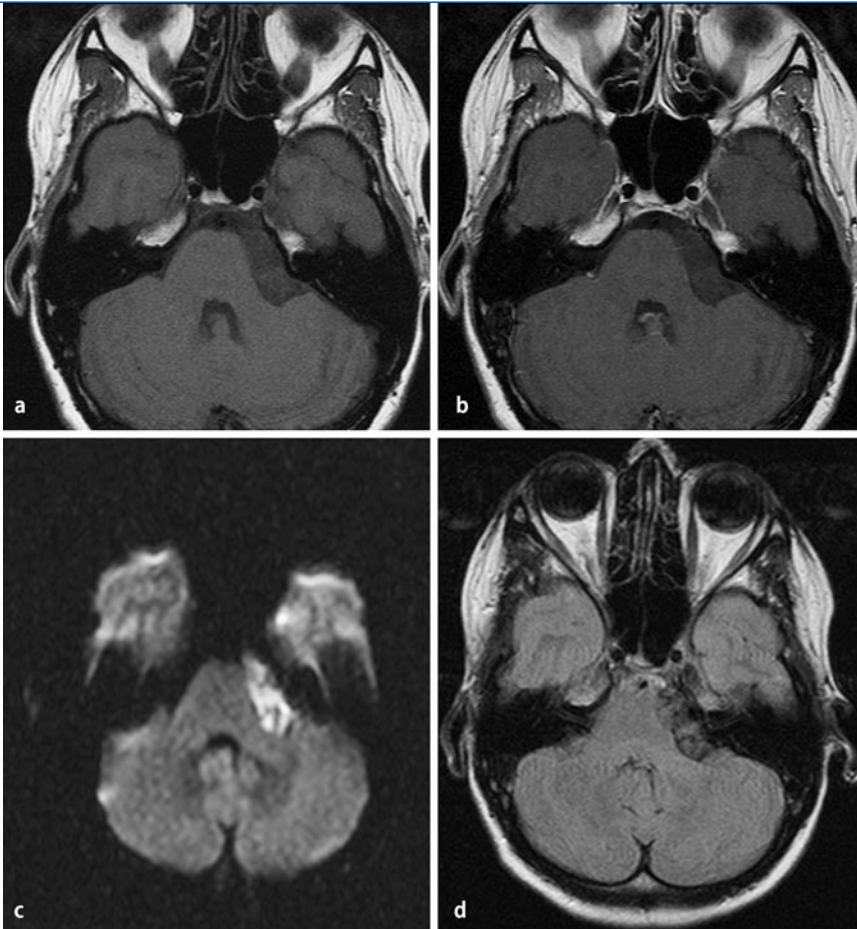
▲ Epidermoid im Kleinhirnbrückenwinkel links mit in T1 und T2 liquorisointensem Signal (a, b). Erst in der DWI (c) und Flairsequenz (d) erkennt man, dass es sich um eine solide Raumforderung handelt
